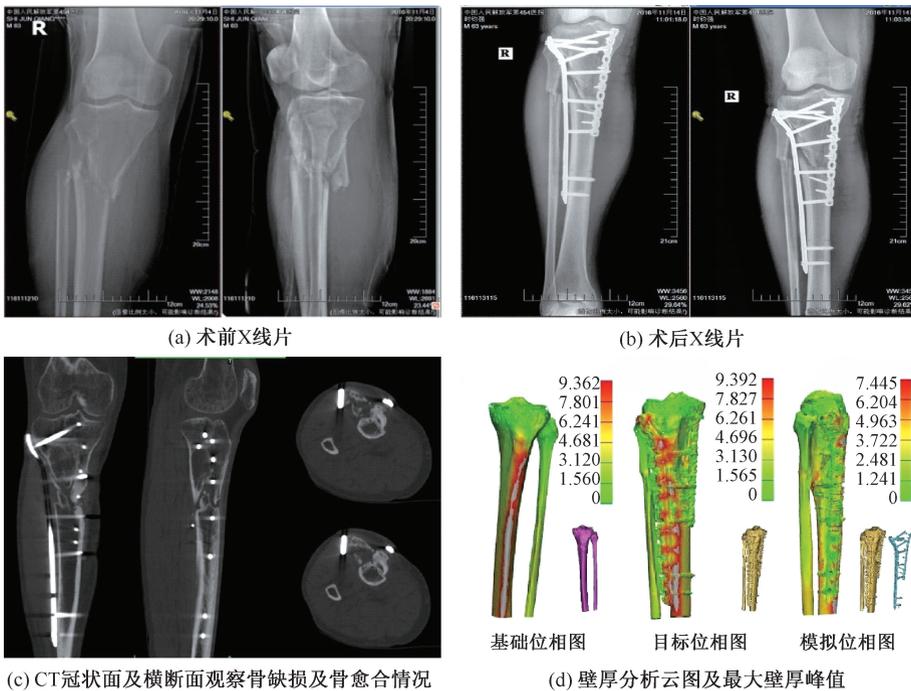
病例1术后3年CT复查影像及有限元分析结果
